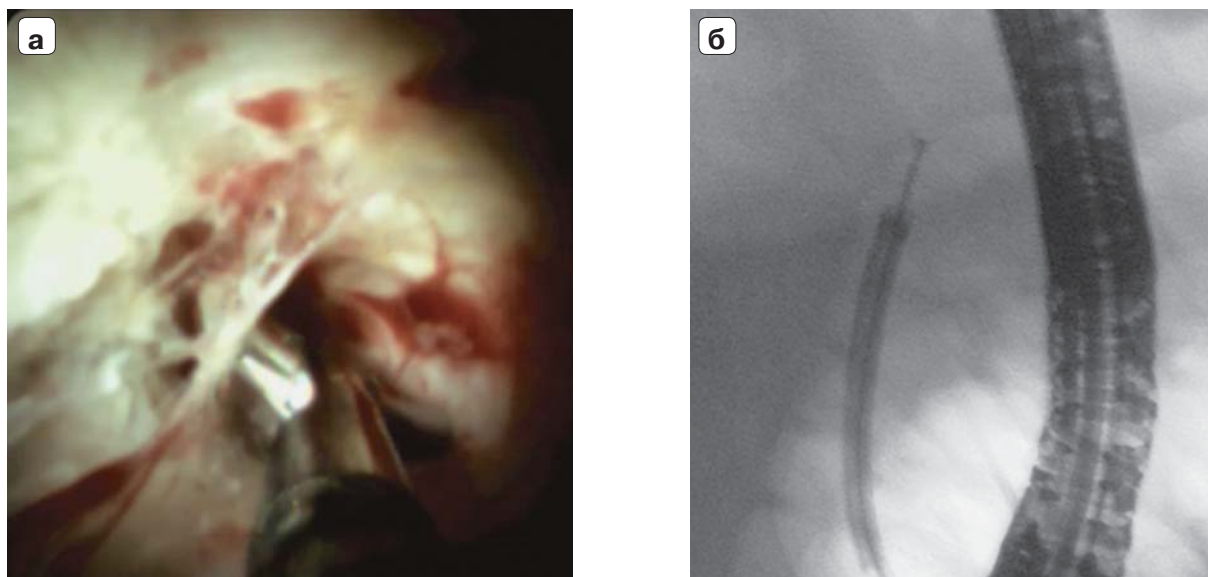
Биопсия билиарной стриктуры при пероральной холангиоскопии: а – эндофото; б – рентгенограмма.
